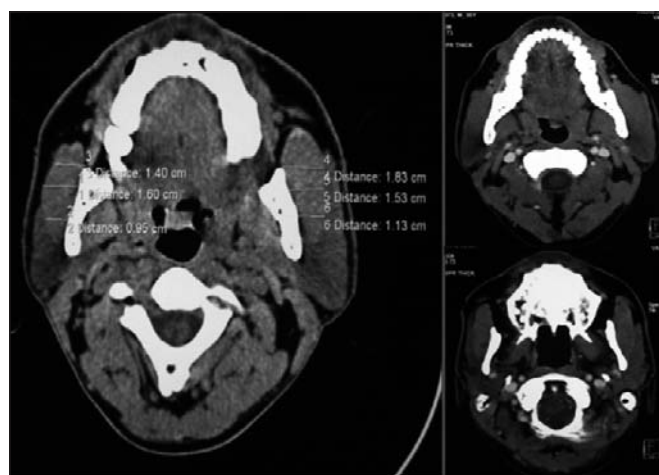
Imágenes de TAC previas al tratamiento; hipertrofia del músculo masetero.
